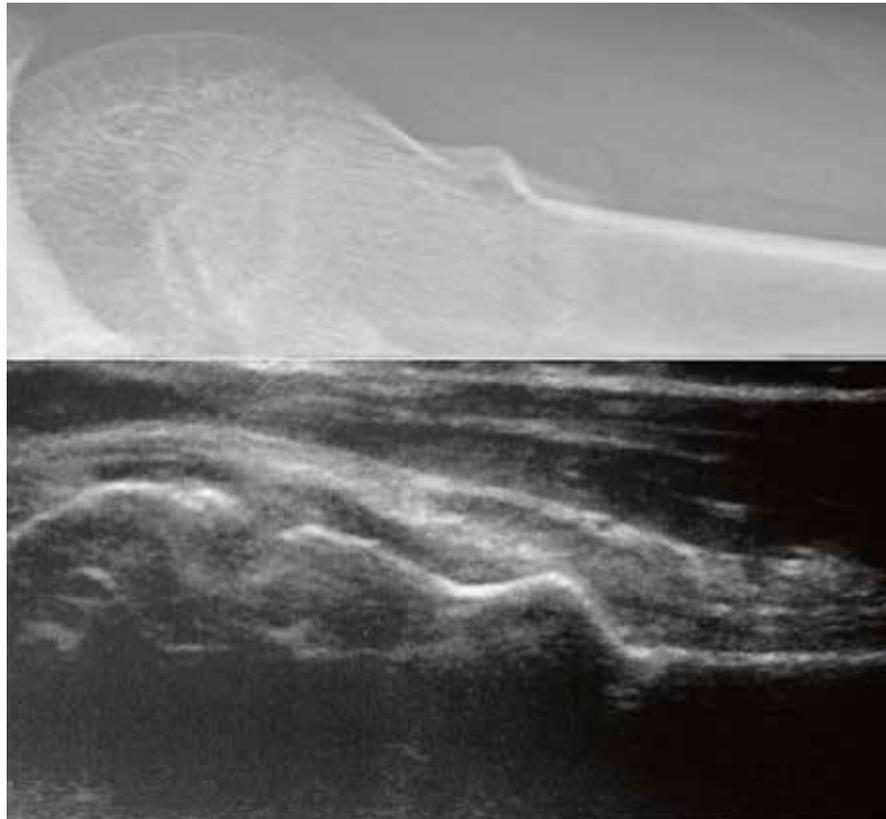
Vergleich Röntgen- und Sonobefund, proximale Oberarm-Wulstfraktur
